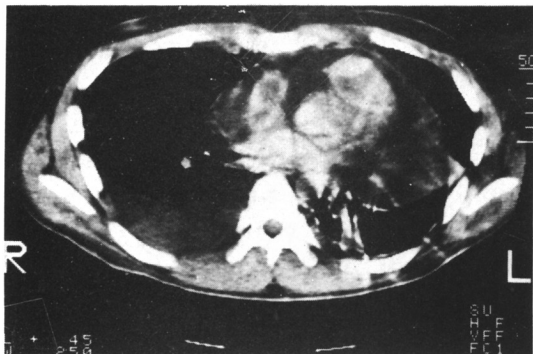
Chest CT scan shows pericardial effusion and pleural effusion with irregular hypodense thrombus within SVC.
